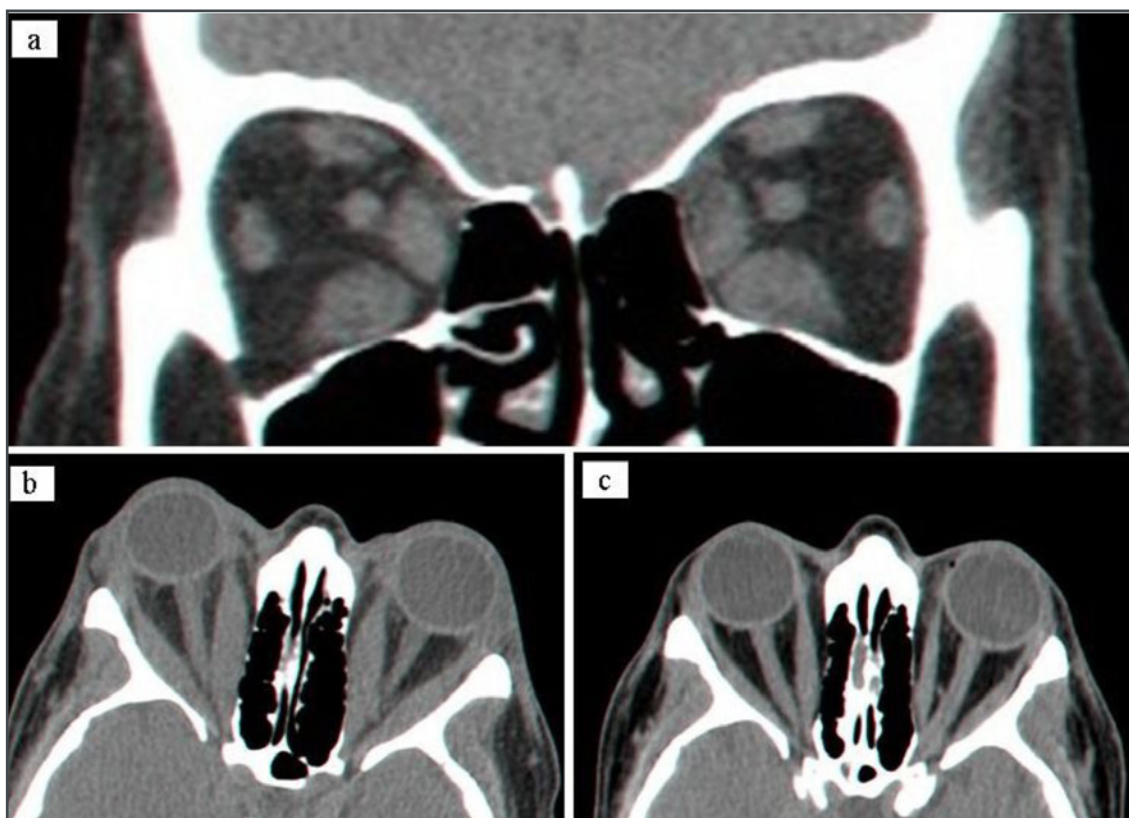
Scansioni TAC dell'orbita in 3 casi di OB. A. Scansione assiale che evidenzia aumento bilaterale dello spessore del retto inferiore e laterale; B. Scansione assiale in un caso di neurite ottica, ben evidente un apice orbitale affollato con un'assenza quasi completa a sinistra di grasso orbitale perineurale; C. Scansione assiale di un caso inusuale di OB con esoftalmo dovuto ad aumento del tessuto fibroadiposo retroorbitario in assenza di ispessimento dei muscoli extraoculari.
